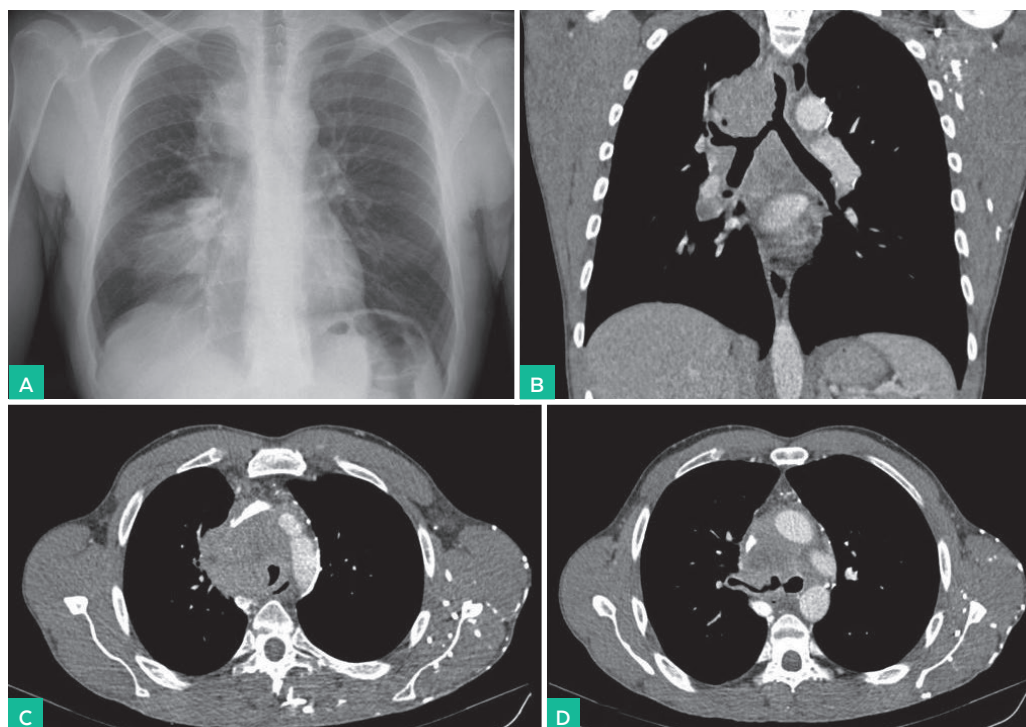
1.A Radiografía de tórax donde se objetiva masa pulmonar a nivel de lóbulo medio. 1.B Corte coronal de TAC de tórax donde se observa un conglomerado adenopático que obstruye la tráquea. 1.C y D Corte axial de TAC de tórax donde se visualiza extensión local del conglomerado con obstrucción de estructuras subyacentes.
